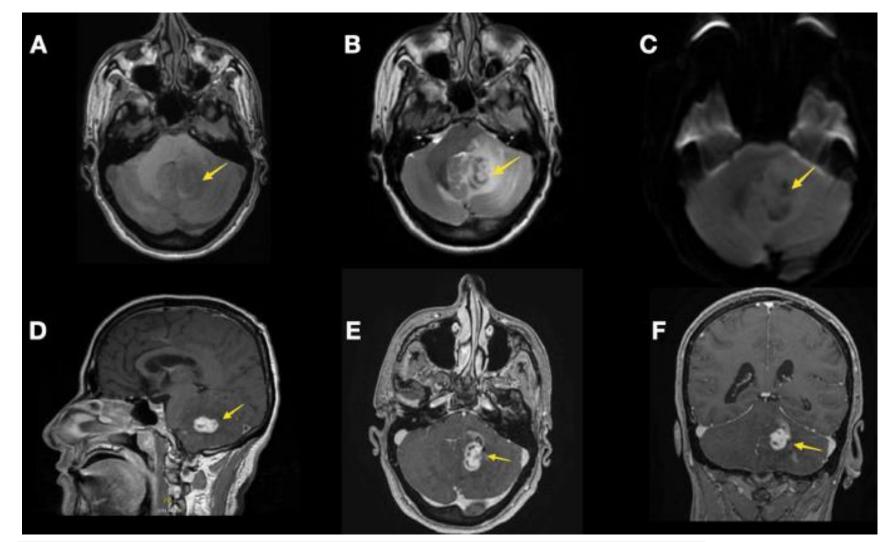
Brain MRI scan images
